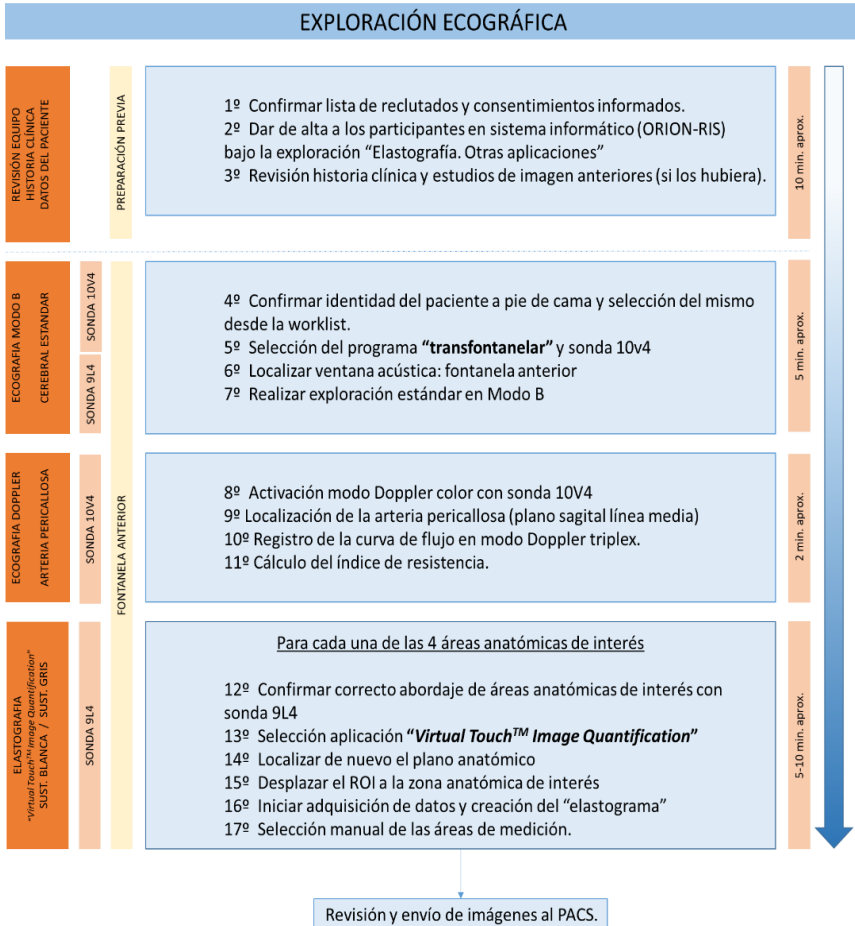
Resumen del flujo de trabajo de la exploración ecográfica completa realizada a todos los neonatos reclutados. Incluye un modo B, un Doppler y una elastografía.
